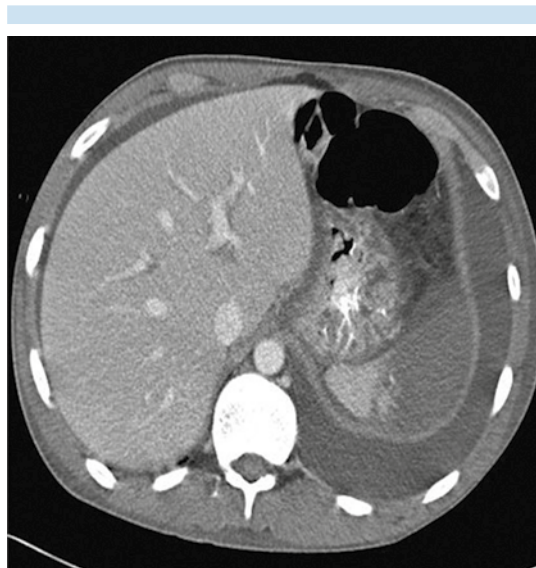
Imagen axial de tomografía con contraste intravenoso en mujer de 21 años, con lupus eritematoso sistémico, tromboembolia pulmonar, derrame pleural izquierdo e infarto esplénico.
